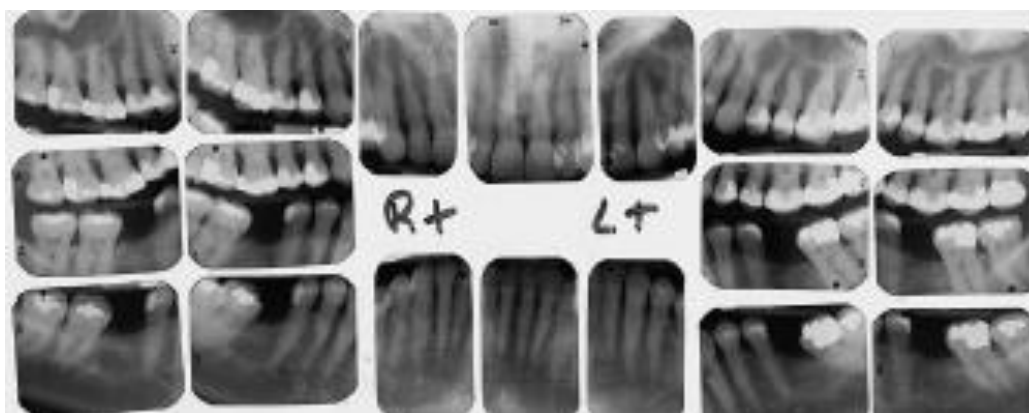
Периапикальные рентгенограммы всех сегментов до лечения
